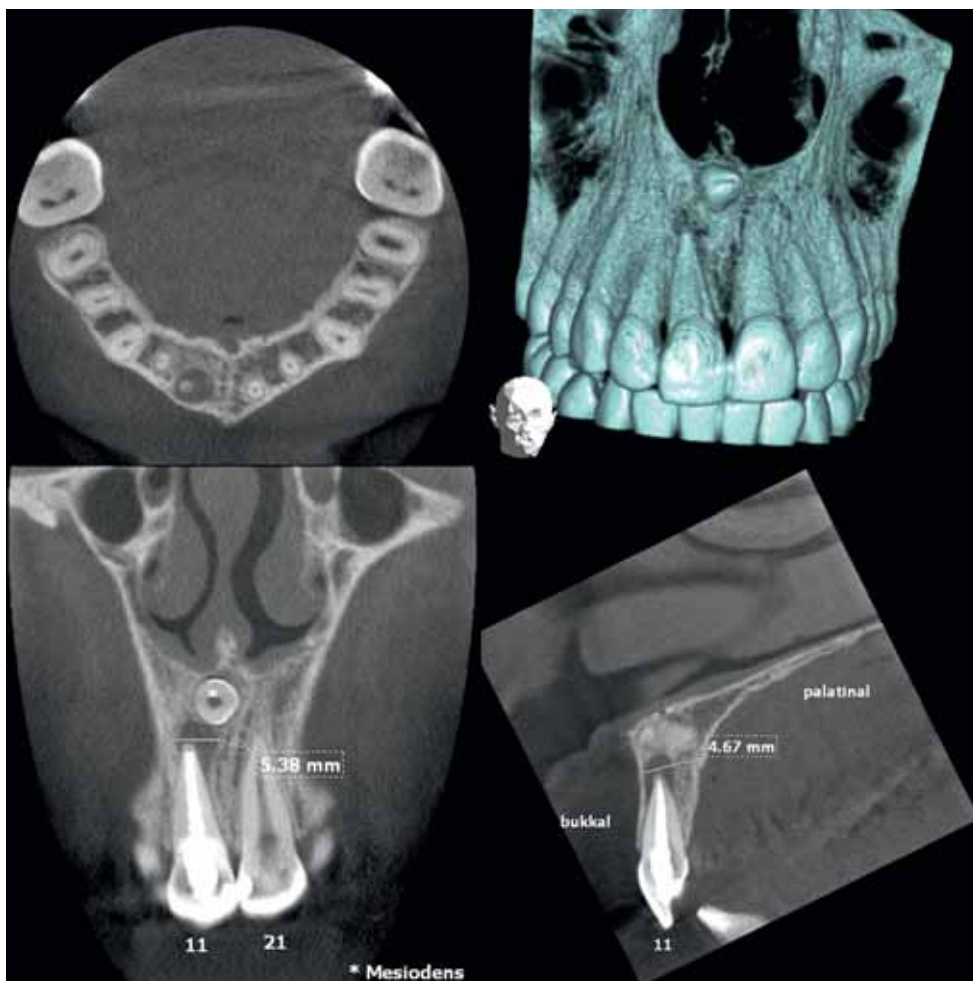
Präoperative, digitale Volumetomografie. Dargestellt wird der Mesiodens und die apikale Pathologie regio 11 in axialer, koronaler und sagittaler Schicht und in dreidimensionaler Form (Volume: 6×6×6 cm; 87 kv; 7 mA; 3D Accutomo XYZ Slice View Tomograph, J. Morita Mfg. Co, Tokyo, Japan).
